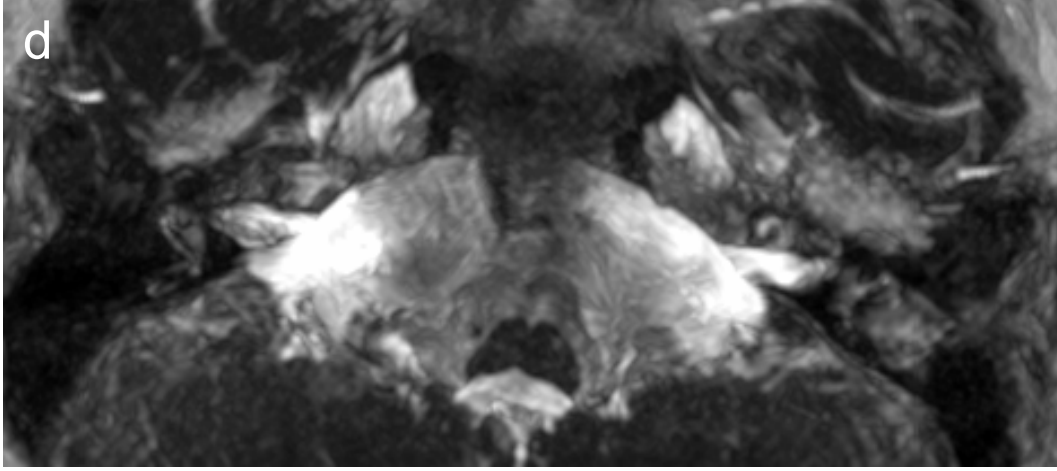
SNİK'lı 6 yaşında başka bir kız hastanın aksiyel CISS MRG serilerinde solda daha belirgin olmak üzere bilateral dilate endolenfatik keseler görülmektedir.
